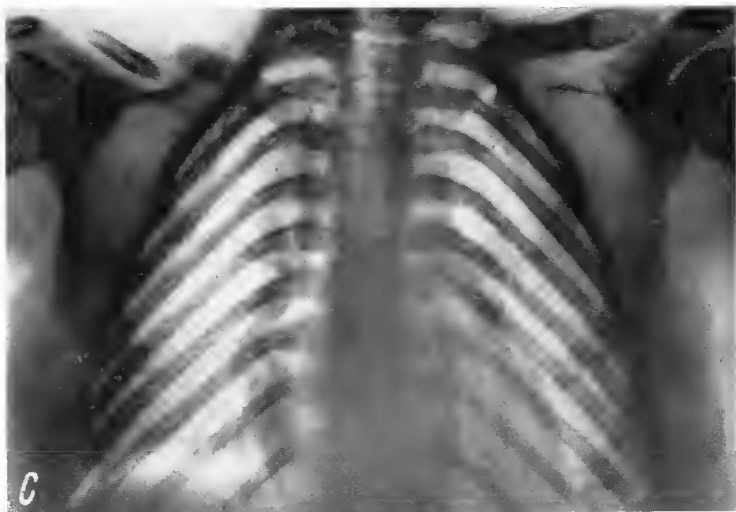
F.I. ♂ (5 luni) este internat pentru tulburări dispeptice. Cu prilejul examenului clinic se constată o deformare a regiunii toracice, pentru care se execută o radiografie.
